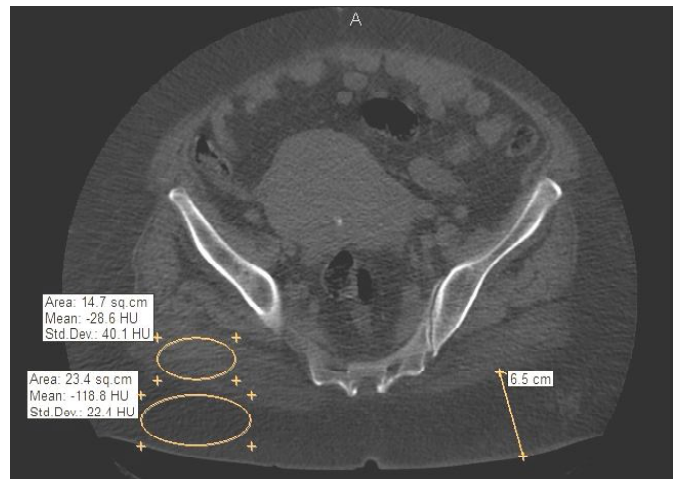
Комп'ютерна томограма пацієнтки Ш., 65 р., з ожирінням III ст. Вимірювання товщини ПЖК, щільності ПЖК та м'язів сідниці.
